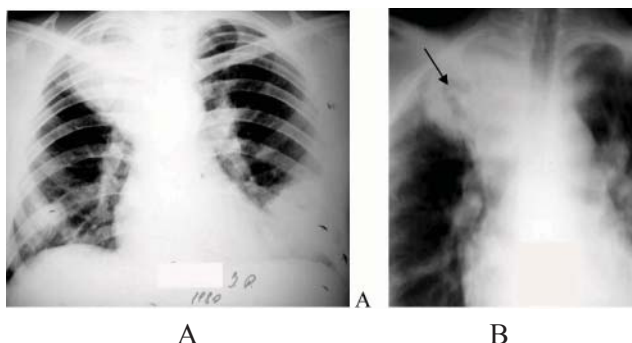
Radiografia cutiei toracice (A) și tomografia plană (B), efectuate la 24 zile de la debutul bolii, determină persistența opacității în lobul superior pe dreapta, în interiorul căreia se apreciază o zonă de hipetransparență (săgeată) datorată distrucției țesutului pulmonar. Opacitățile nodulare din câmpurile pulmonare inferioare bilateral confluează și se extind în dimensiuni
